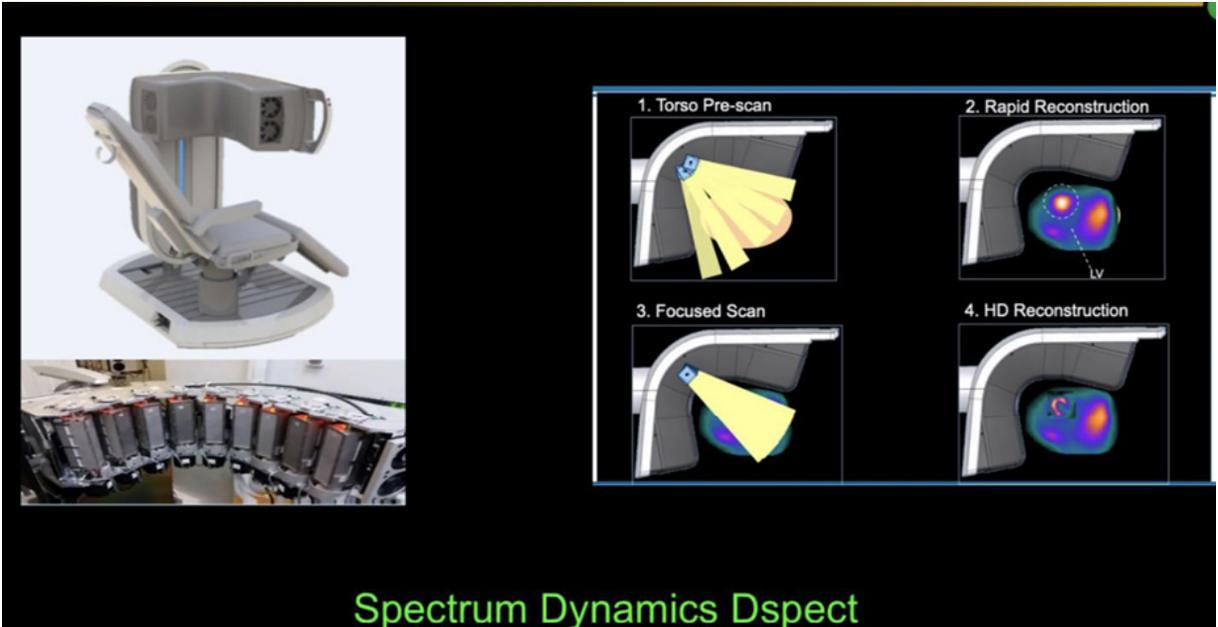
Equipo nueva generación con cristales CZT D-SPECT. Gentileza Lic. Martin Lema.
